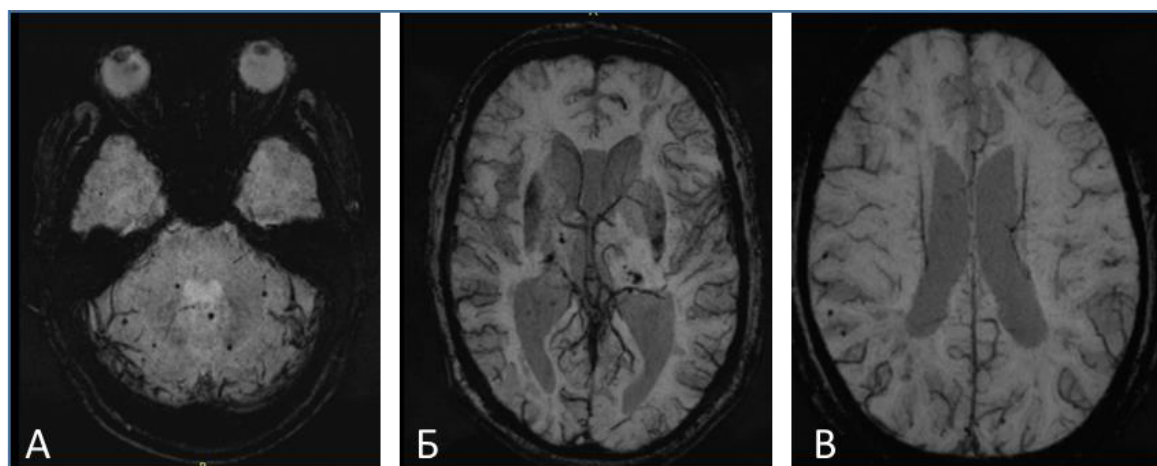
Микрокровоизлияния как признак микроангиопатии по данным МРТ. Примеры изображений МРТ в режиме SWI, демонстрирующих микрокровоизлияния в области мозжечка, таламуса и субкортикального белого вещества полушарий большого мозга
